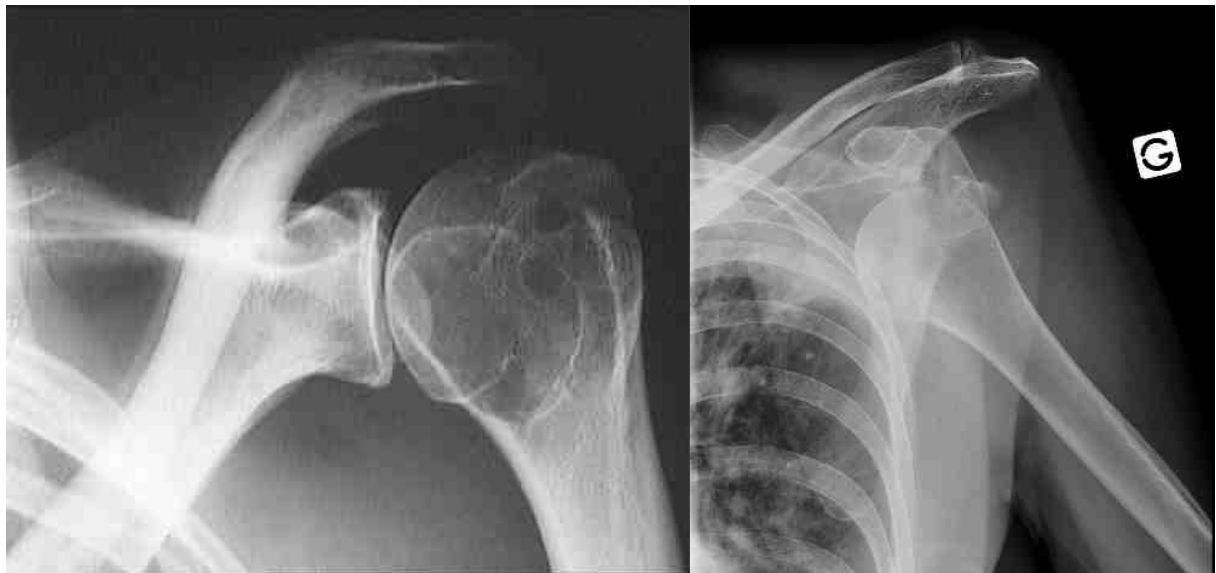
Radiographies de face d'une épaule standard et d'une épaule avec LGH antérieure.
